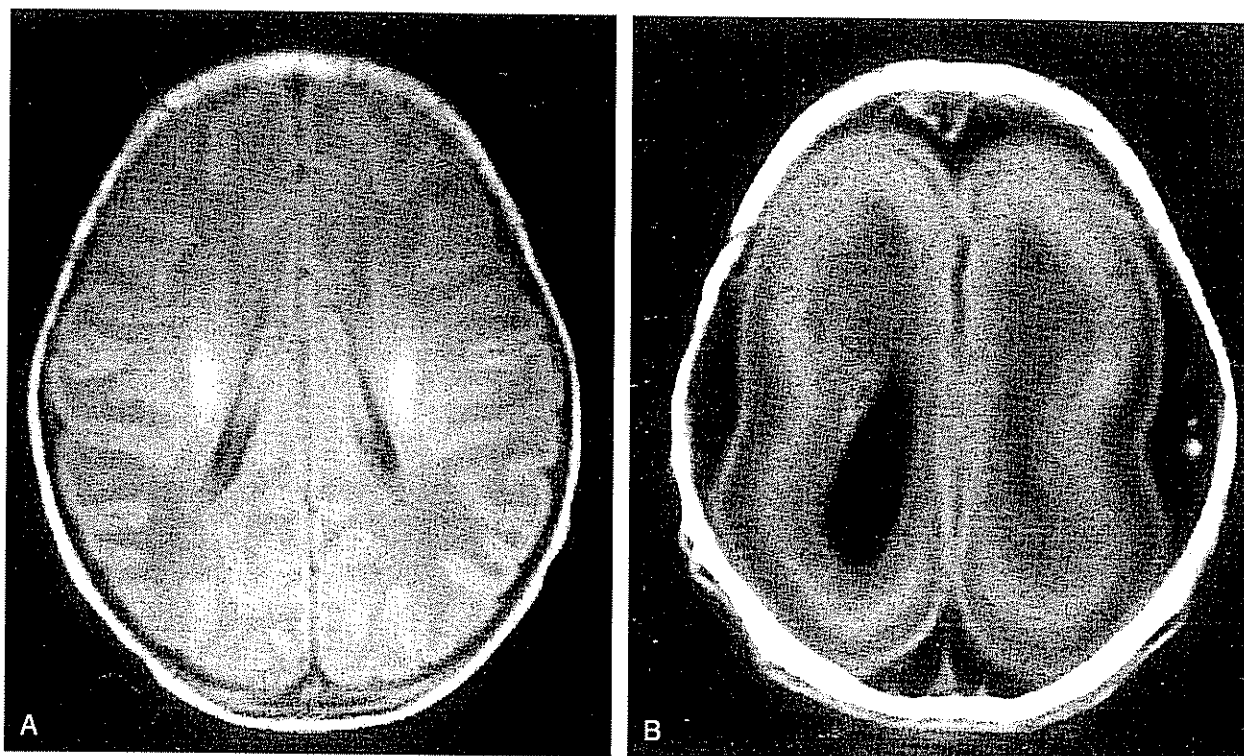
Imagens de ressonância magnética do cérebro de uma criança sem lissencefalia (A) e de uma criança com síndrome de Miller-Dieker (MDS) (B). Notar a superfície cerebral lisa, o córtex cerebral espesso e o clássico aspecto de "figura em 8" do cérebro do paciente com MDS (Cortesia de D. Chitayat, The Hospital for Sick Children e University of Toronto)
